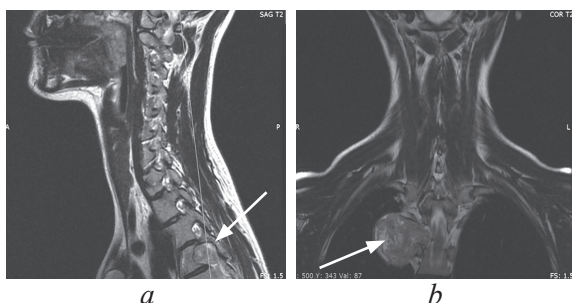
Магнитно-резонансная томограмма грудного отдела позвоночника, сагиттальная (а) и коронарная (b) проекции, опухоль указана стрелками
